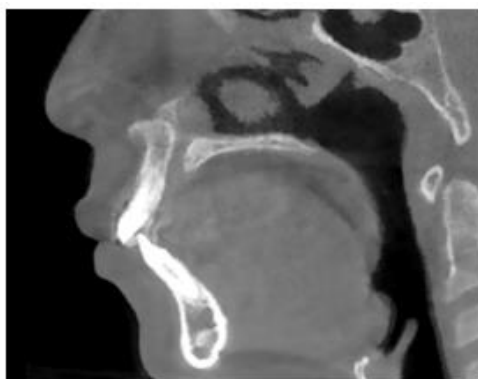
Corte sagital de CBCT de paciente masculino de 12 años de edad donde se señala ENA-ENP y conducto nasopalatino.
